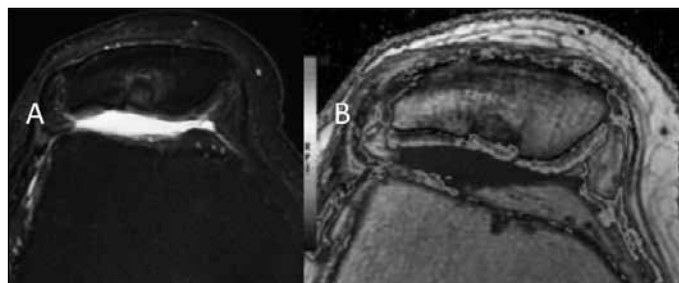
(A) Imagens de ressonância magnética no plano axial; (B) após um ano da mosaicoplastia patelar do joelho direito.
